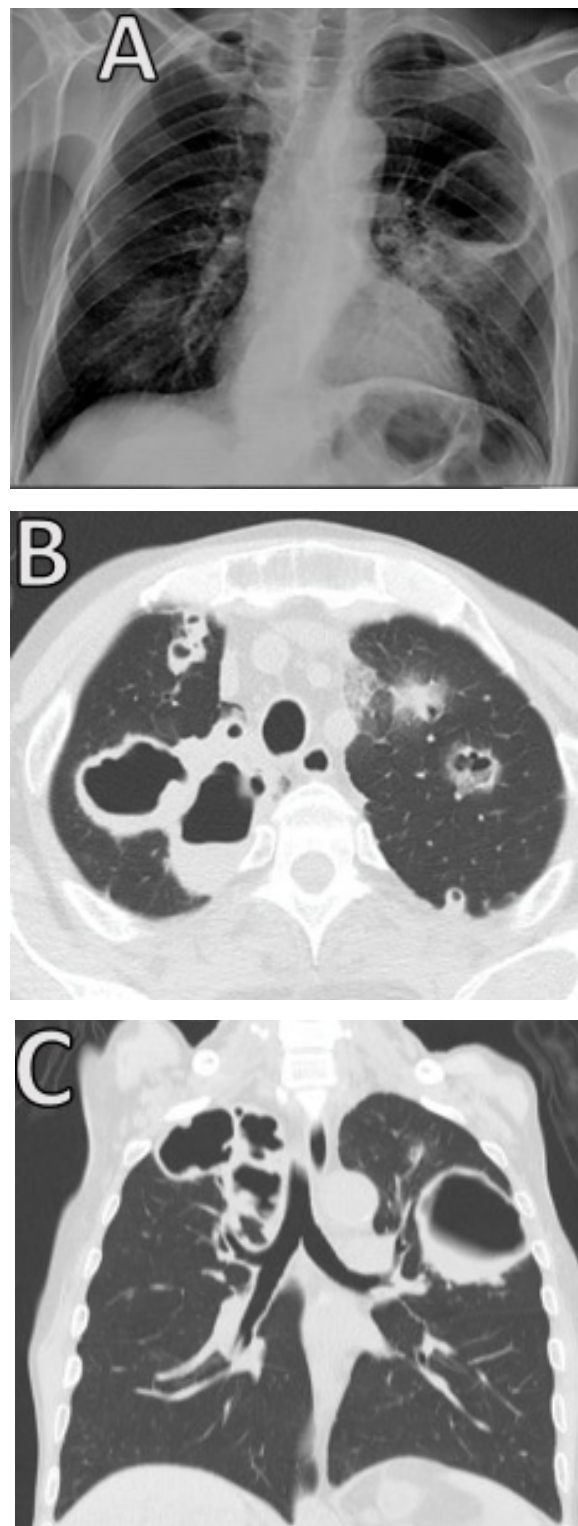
(A) Radiografía de tórax que muestra imagen cavitada en lóbulo superior de pulmón izquierdo. (B) Corte transversal, parénquima pulmonar con múltiples cavitaciones menores de 85mm. (C) Corte coronal, parénquima pulmonar con múltiples cavitaciones.
